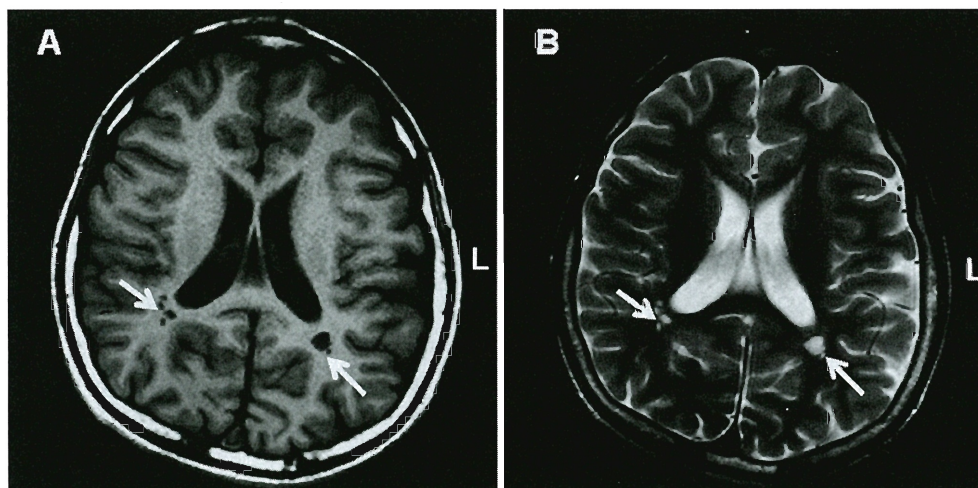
Axial T1 (A) and T2 (B) weighted images of brain MRI showing bilateral small cystic lesions in posterior deep periventricular white matter (white arrows).
